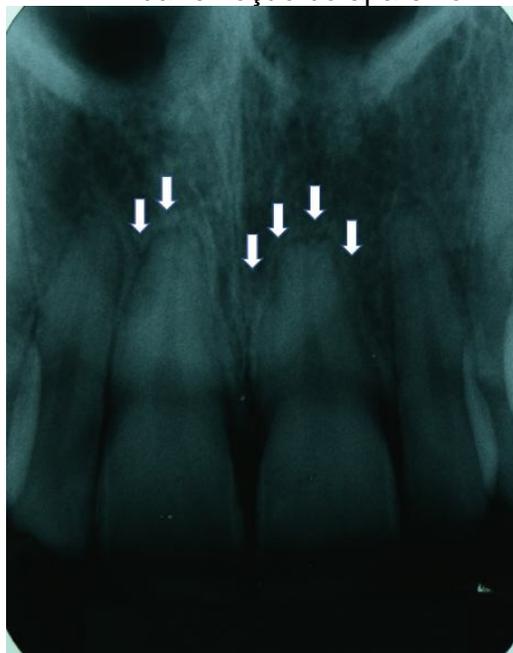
Radiografia periapical realizada após 16 dias da remoção do aparelho
